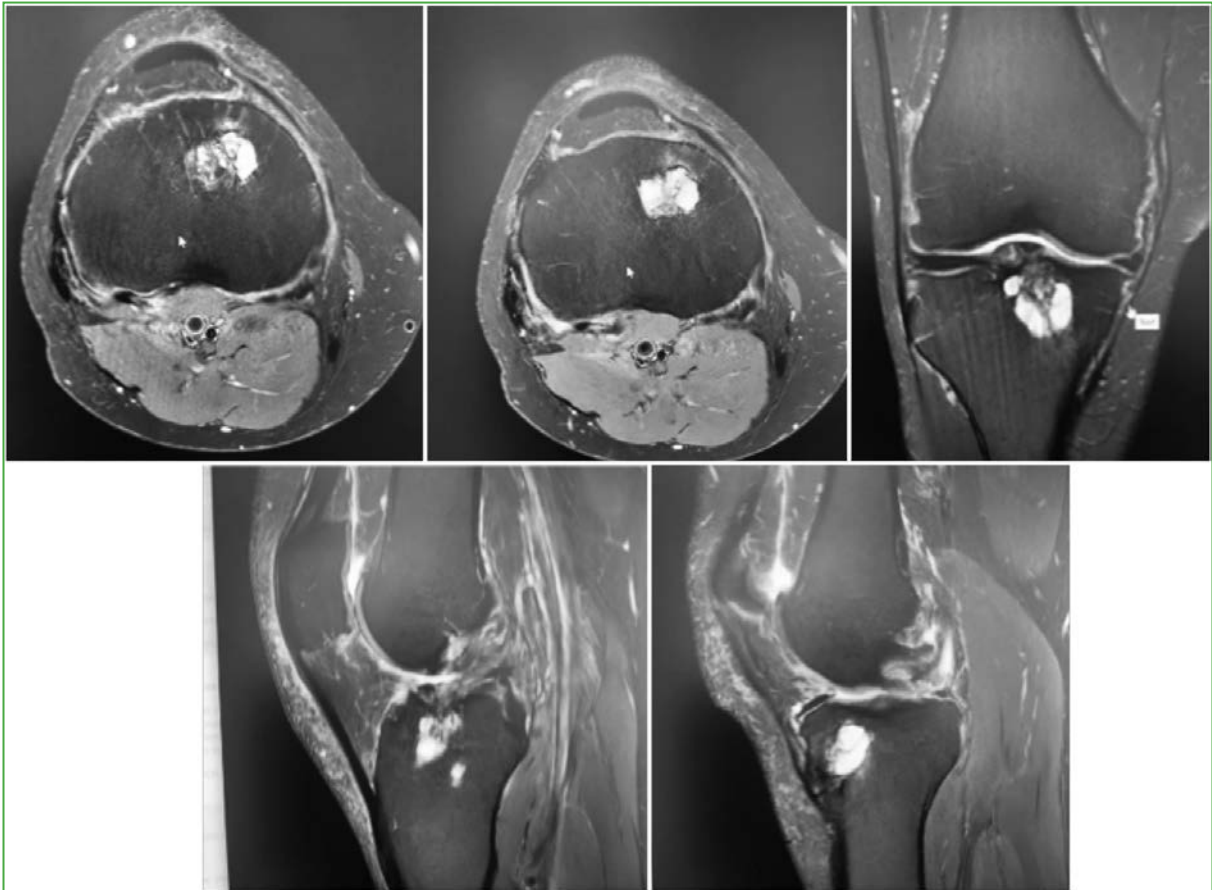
Resonancia magnética de rodilla derecha, cortes axiales y sagitales, en secuencia T2. Se observa la continuidad del injerto en longitud y de sus inserciones proximal y distal más una masa quística pretibial anteromedial e intratibial más edema óseo alrededor del túnel tibial.
